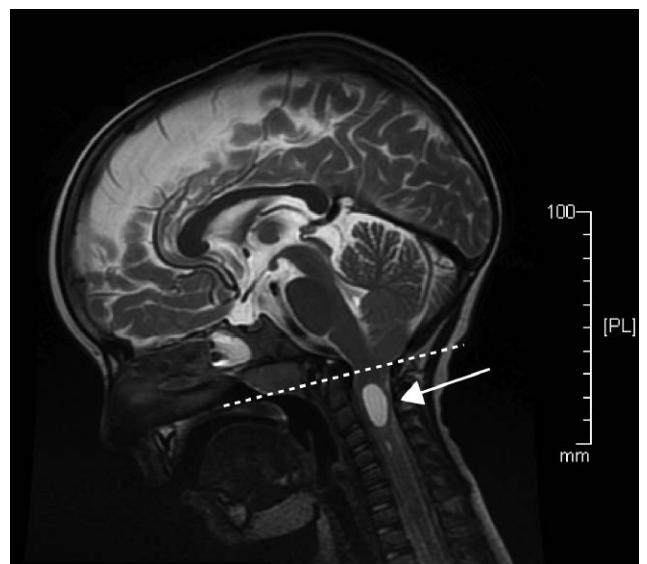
MRI głowy pacjenta z CM-I. Strzałka wskazuje przemieszczone migdałki mózdku poniżej otworu wielkiego czaszki (linia przerywana)
